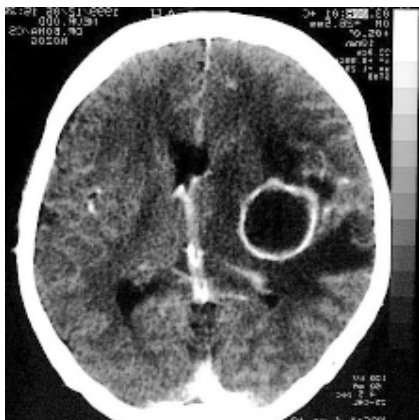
CT scan of the brain abscess in area temporal lobe.
